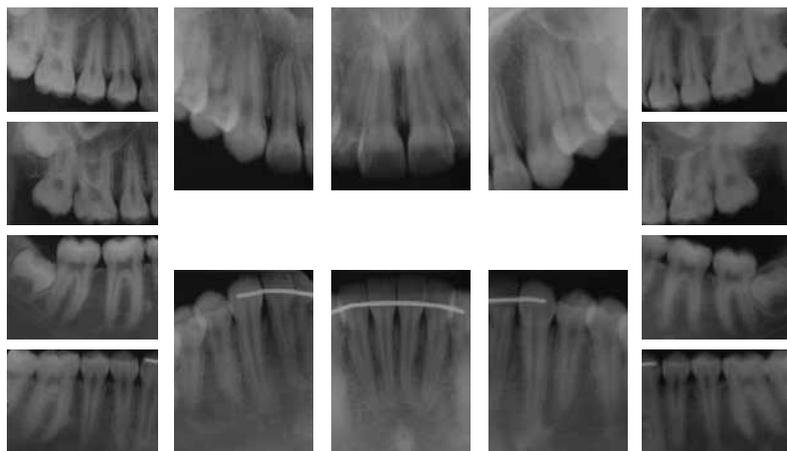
Radiografias periapicais finais.
